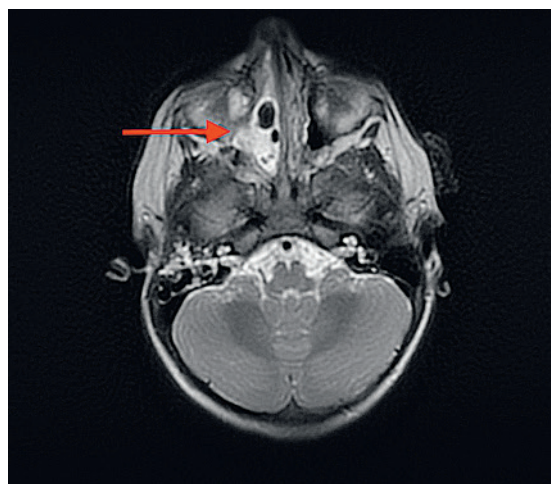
Инициальное МРТ-исследование пациента №4 с контрастным усилением
